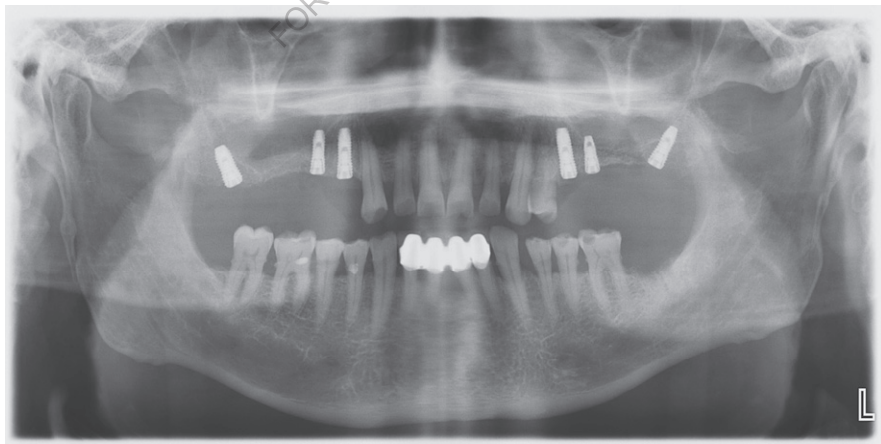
Ортопантомограмма больного Х., 64-х лет, история болезни № 610. Диагноз: Хронический генерализованный пародонтит
